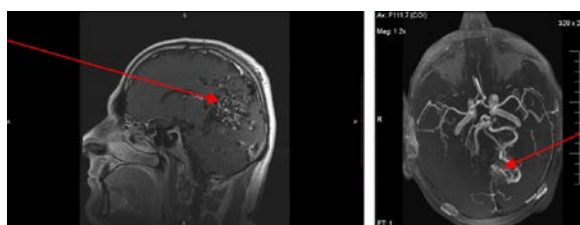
МРТ головного мозга пациента К. Артериовенозная мальформация указана стрелками
